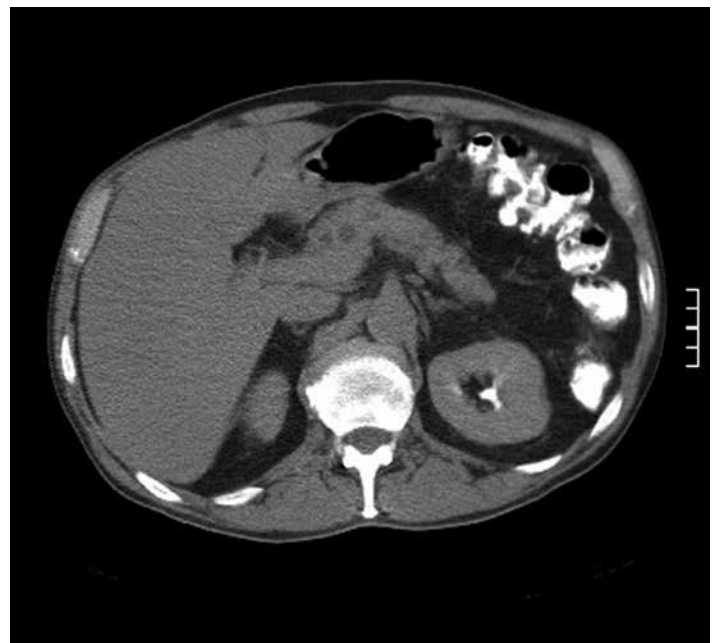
СКТ. В проекції головки ПЗ визначаються невеликі осередки некрозу у вигляді зон зниження щільності паренхіми ПЗ.
